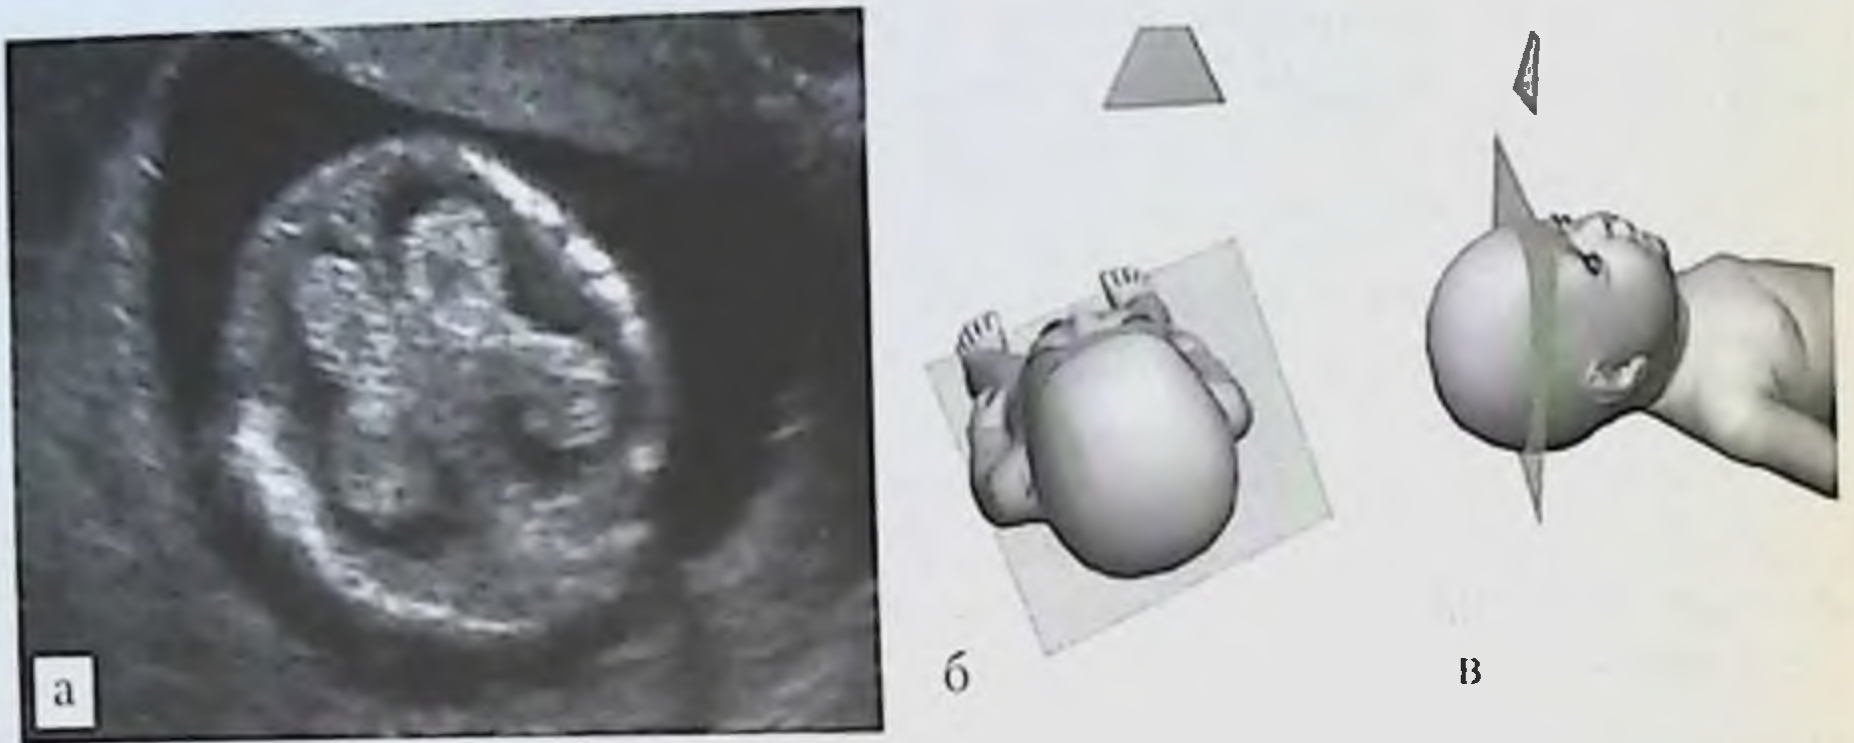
УЗИ головы плода, поперечная плоскость: *а* — эхограмма головы плода на сроке гестации 12 нед (трансвагинальный доступ со стороны правой половины лобной кости), определяются сосудистые сплетения головного мозга в виде фигуры «бабочки» и кости свода черепа; *б, в* — схемы расположения датчика, головы плода и ориентации плоскости сканирования.
